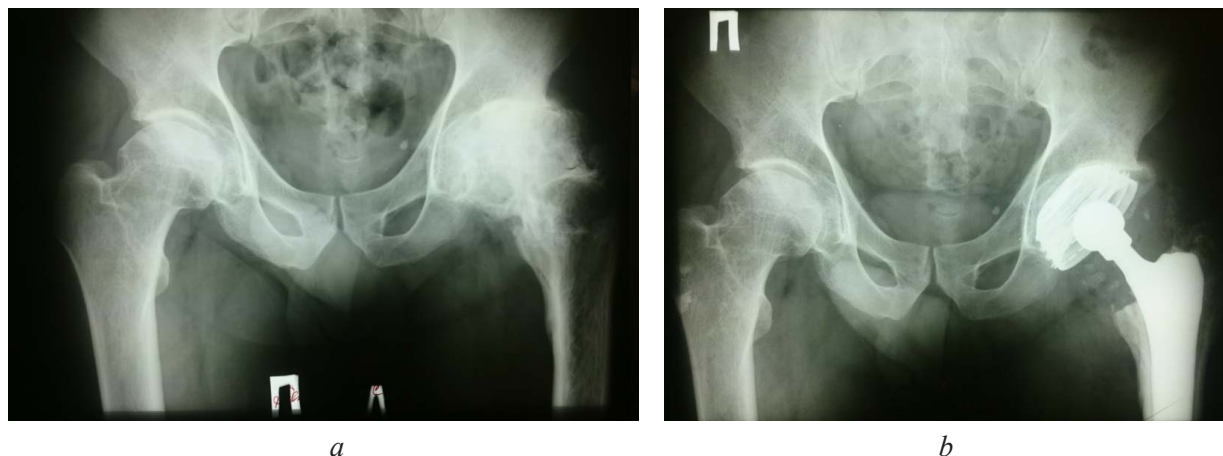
Рентгенограммы пациентки П.: *a* – до операции; *b* – через 10 лет после операции
